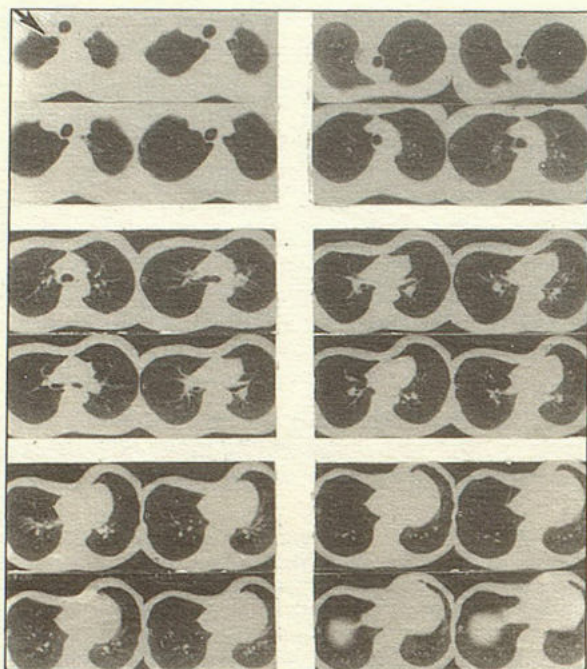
Компьютерная томография органов грудной клетки больного С. Ограниченные скопления воздуха, преимущественно в области верхушек легкого (указано стрелкой).
